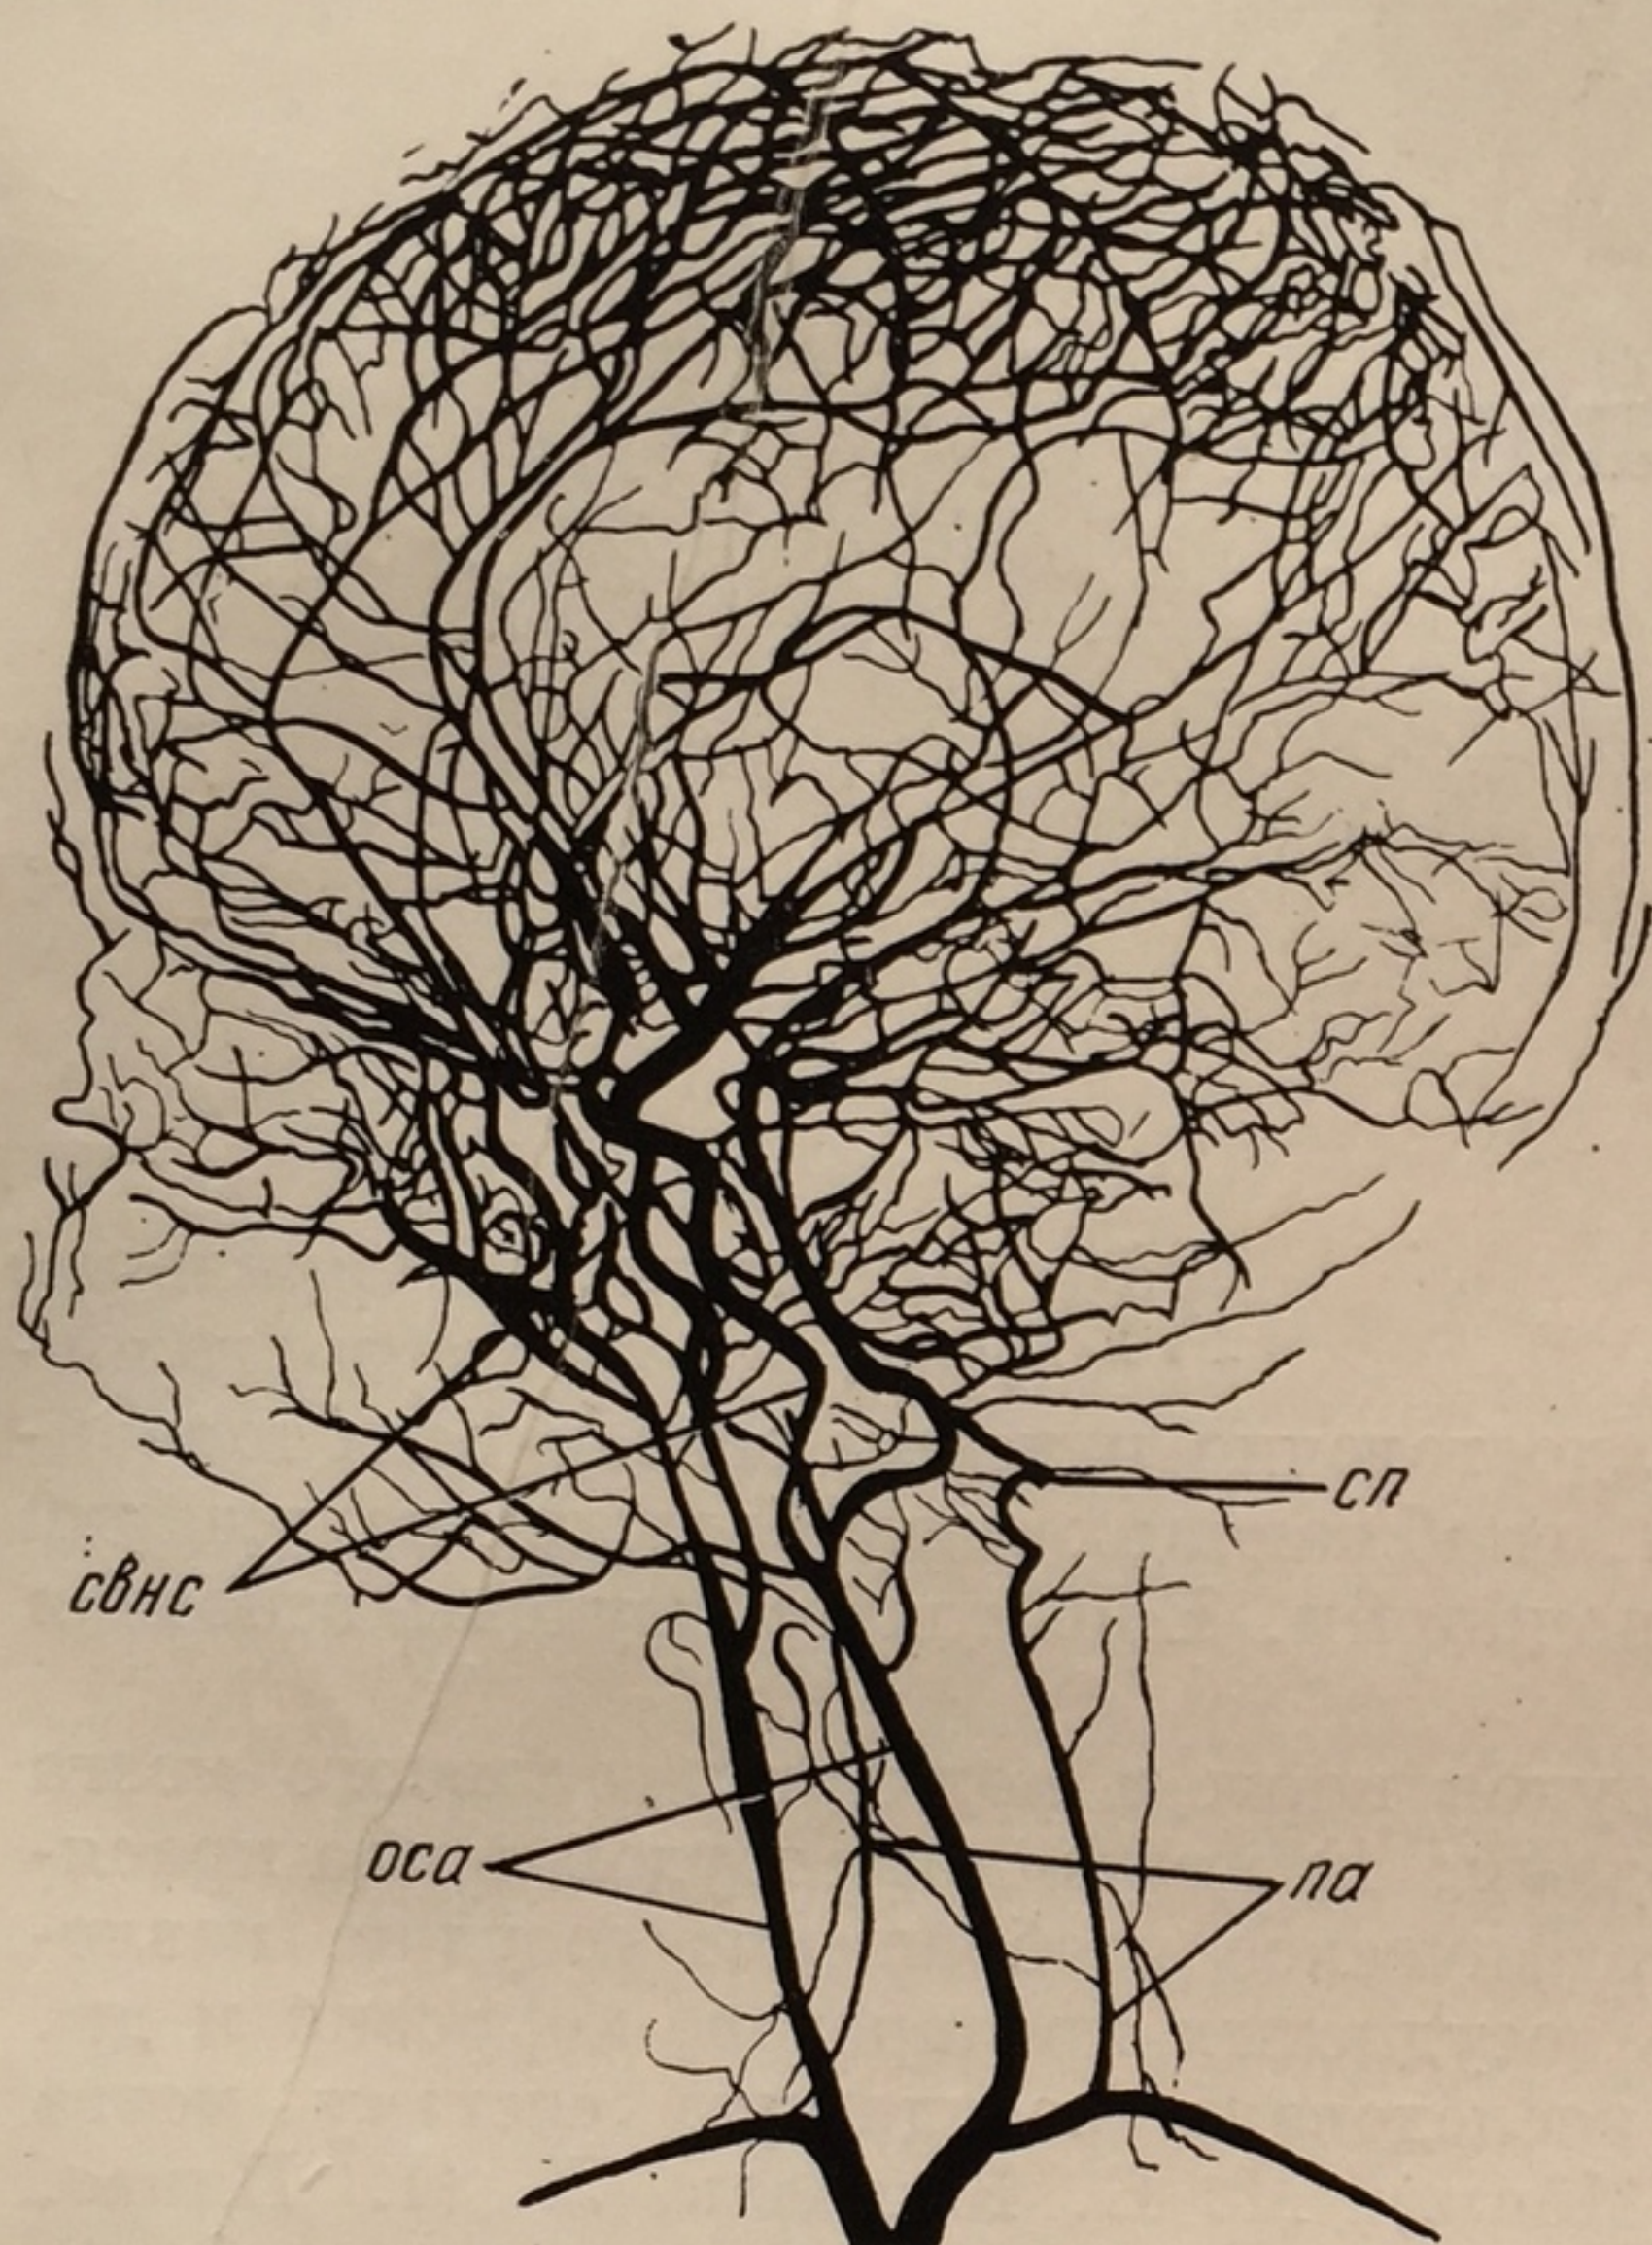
Рентгенограмма черепа новорожденного ребенка. Видны сифоны внутренней сонной и позвоночной артерий (по Аронович).
